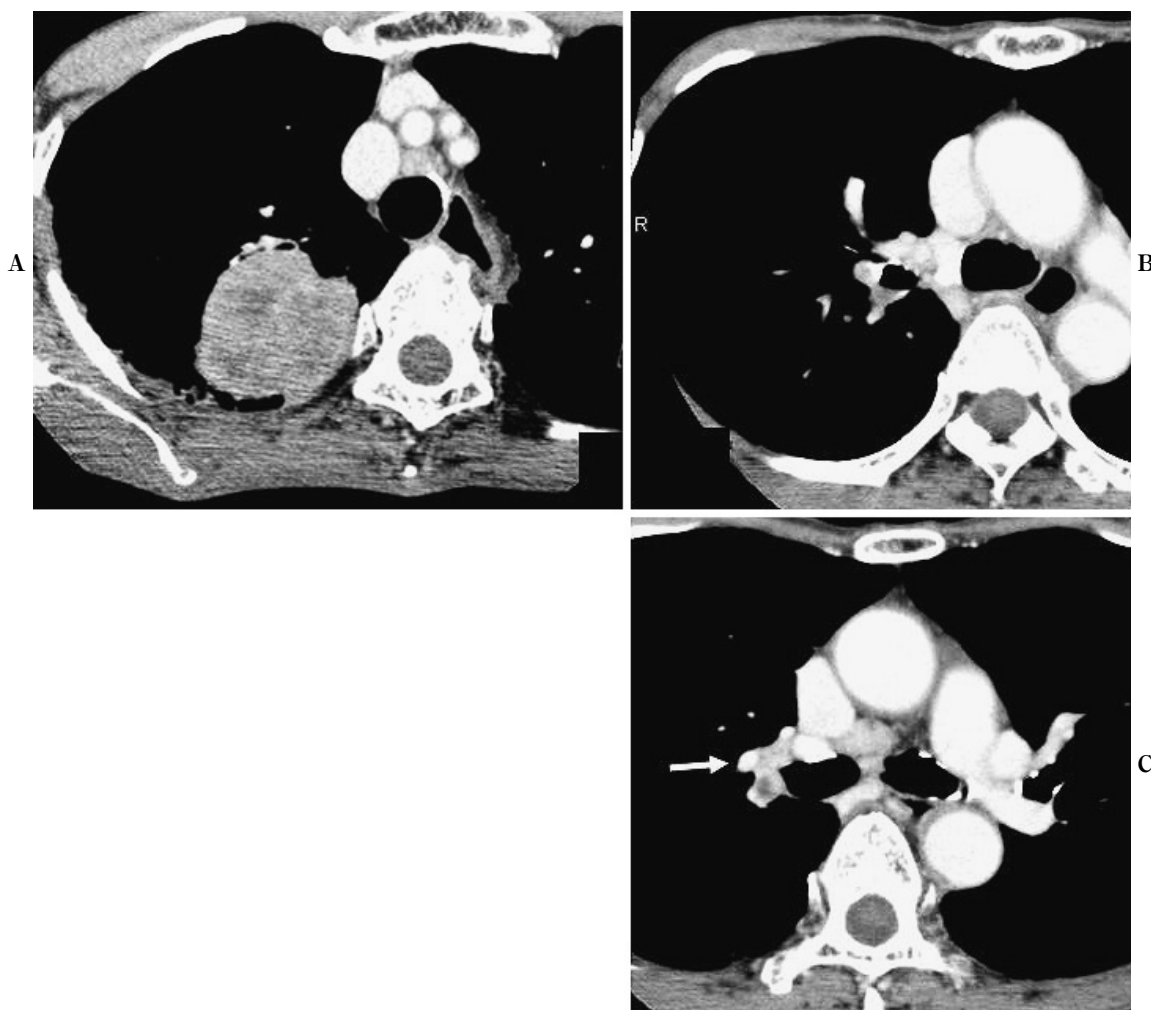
Chest CT findings at the initial visit. (A) The tumor which measured 45 mm in diameter was located in the right upper lobe. (B) The ostium of the bronchus B² was occluded by the tumor. (C) The hilum of the right lung and mediastinal lymph nodes (#2R, #7, and #11s) were enlarged. There was no abnormal finding in the right upper lobe pulmonary vein (arrow).
